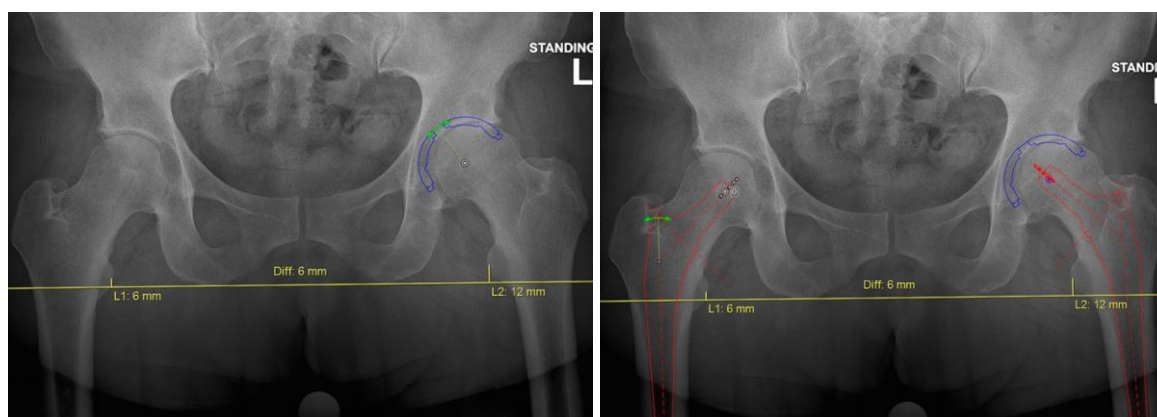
Переднезадние обзорные рентгенограммы таза. Предоперационное планирование расположения вертлужного и бедренного компонентов
